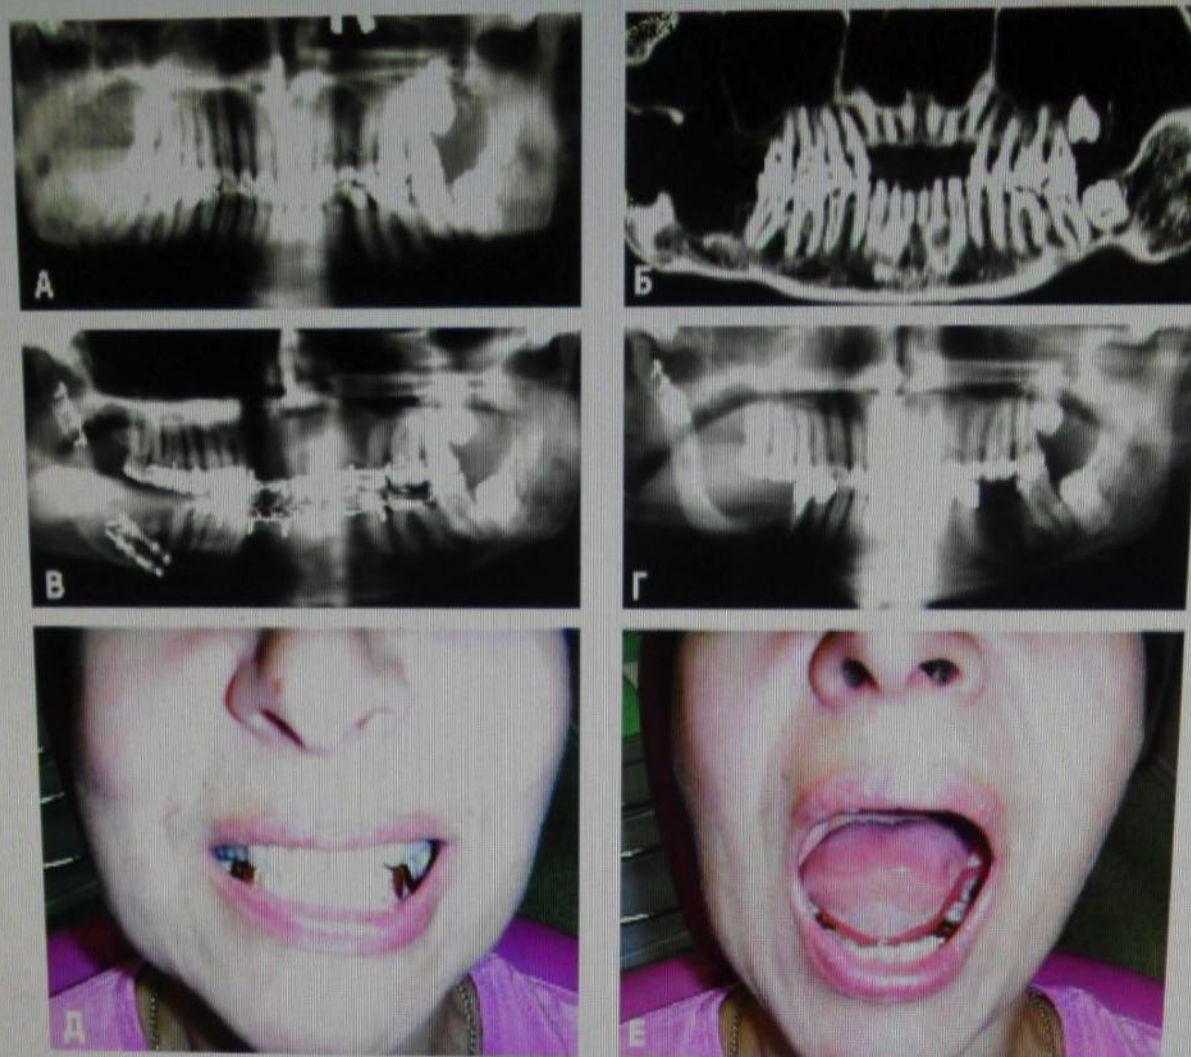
Клинический случай адамантиномы в области тела, угла и ветви нижней челюсти справа у пациентки с устранением первичного послеопухолевого дефекта с помощью отмоделированного двухблочного монокортикально-губчатого (расщепленного) трансплантата из гребня подвздошной кости и артропластикой ВНЧС: а) предоперационная ортопантомограмма зоны опухоли; б) один из срезов рентгенокомпьютерной томографии зоны опухоли; в) послеоперационная контрольная ортопантомограмма зоны восстановленных отделов нижней челюсти с воссозданной суставной головкой ВНЧС; г) контрольная ортопантомограмма зоны восстановленных отделов нижней челюсти через 2 года после операции устранения первичного послеопухолевого дефекта с помощью расщепленного трансплантата из гребня подвздошной кости с артропластикой ВНЧС и проведенного рационального зубопротезирования; д–е) прикус и функция открывания рта у пациентки восстановлены.
